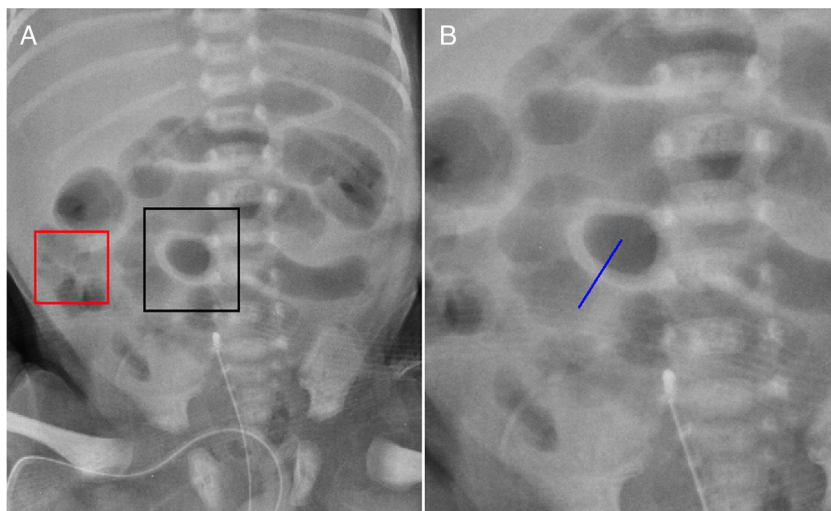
A, radiografia abdominal mostra aumento da espessura da parede intestinal (BWT, do inglês *Bowel Wall Thickening*) e alça normal circunscrita pela caixa preta e caixa vermelha, respectivamente; B, linha do BWT, perpendicular à parede do intestino, identificada pelo radiologista.
